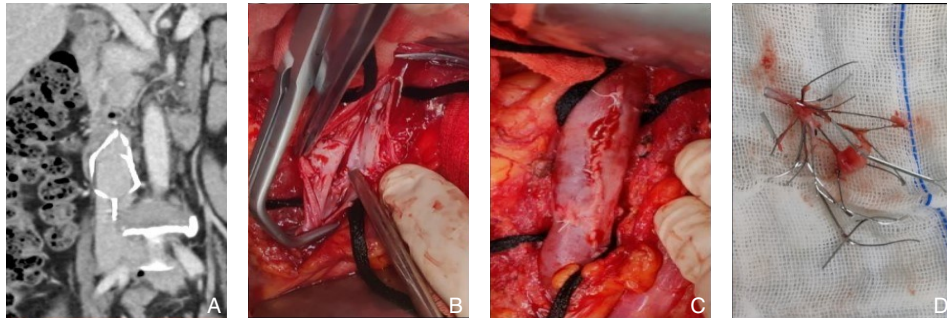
术中图片1 A: CT提示纺锤形滤器（28岁女性患者）；B: 切开下腔静脉取出滤器；C: 缝合下腔静脉壁；D: 取出的纺锤形滤器
